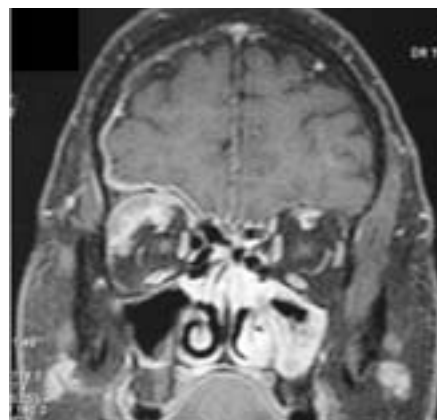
IRM en coupe frontale : lésion orbitaire droite en hypersignal
